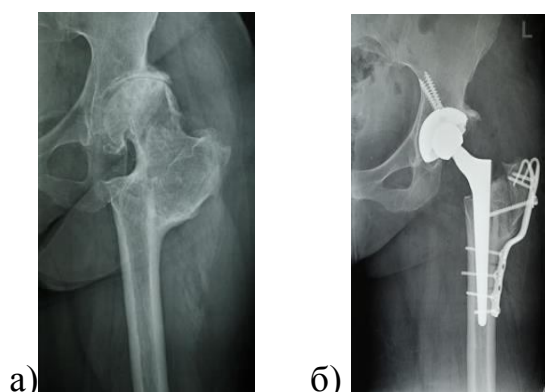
Рентгенограммы больной П., 52 лет: а – до операции;
